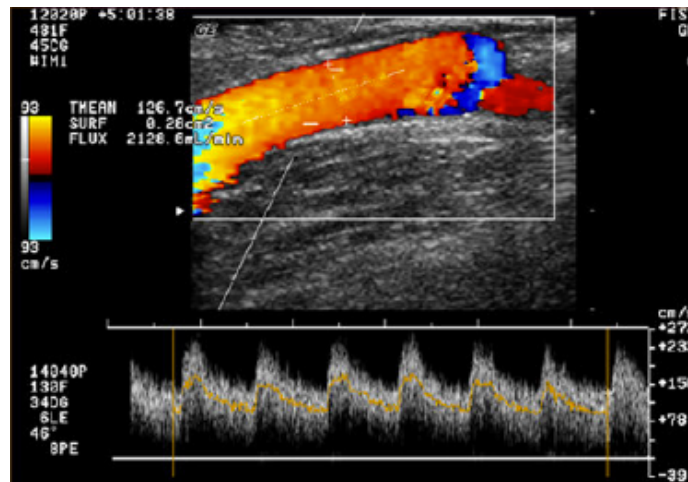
Échodoppler couleur et pulsé d'une FAV huméro-céphalique montre un hyperdébit à 2126 ml/min [50, 51]
